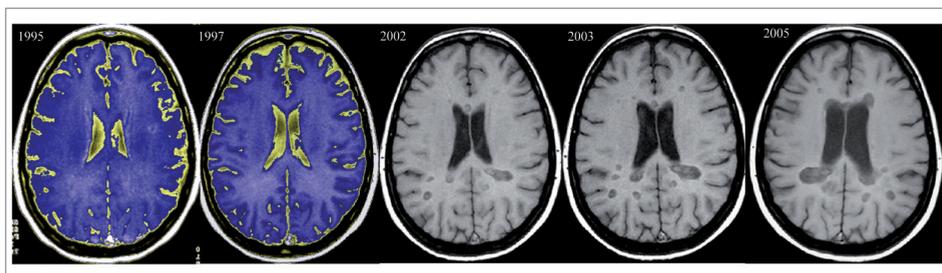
Estudio seriado a 10 años de resonancia magnética con imágenes ponderadas en T1 en un paciente diagnosticado de EM. Se puede observar cómo las lesiones hipointensas en T1 aumentan de número y tamaño a medida que progresa la enfermedad. También se observa una progresión en el grado de atrofia cerebral, con el aumento del tamaño ventricular.
